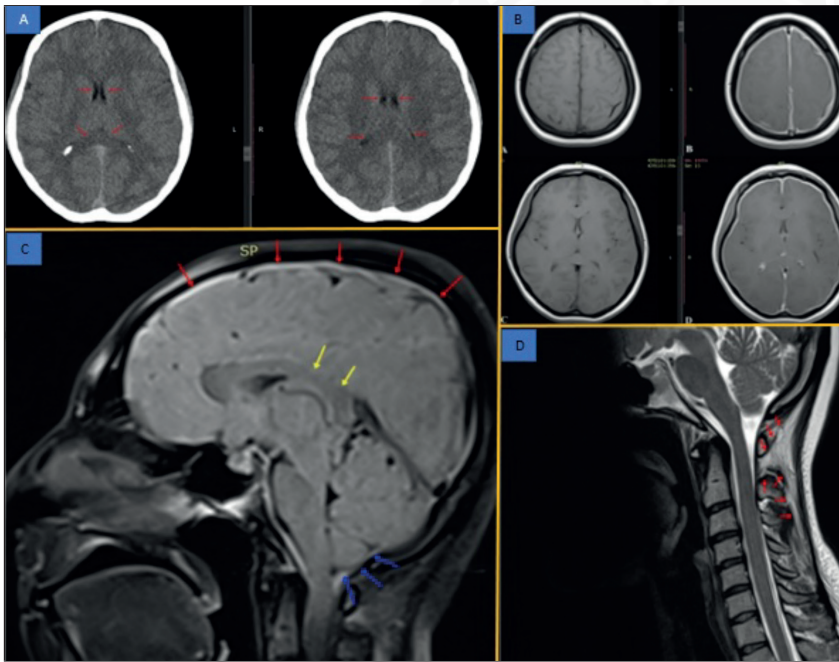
Non-contrast brain tomography images, Precontrast and postcontrast MR images, Cranial and cervical MR images in the sagittal plane.
